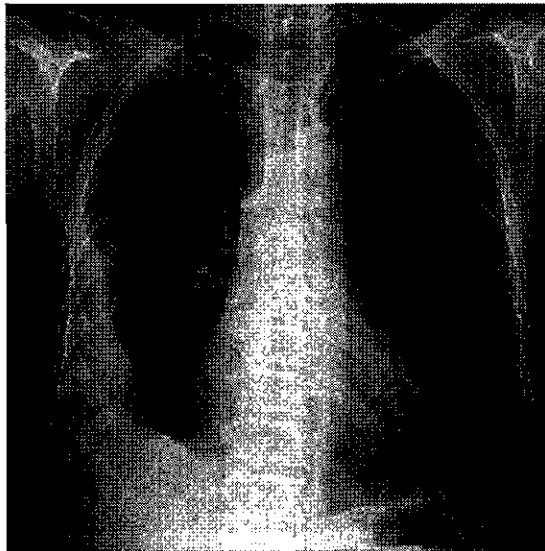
岡山労災初診時の胸部X線：右胸膜が肥厚し、肥厚の拡がり側胸壁の1/2以上に及んでいる。
